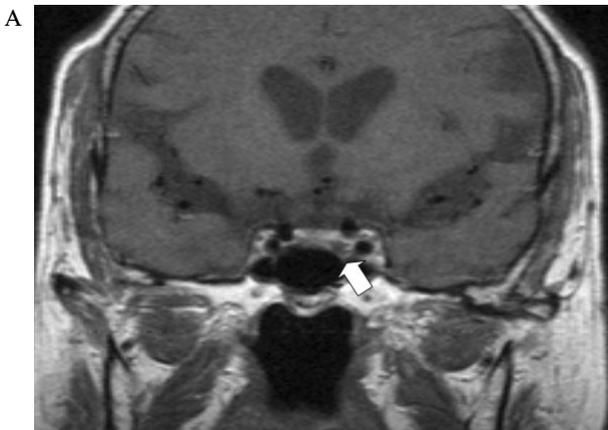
Sella MRI shows a 5.6 mm sized lesion in left anteroinferior aspect of the sella suggesting microadenoma (B, arrow). Compared to the size measured 4 years ago (A, arrow), there has been no significant interval change.
